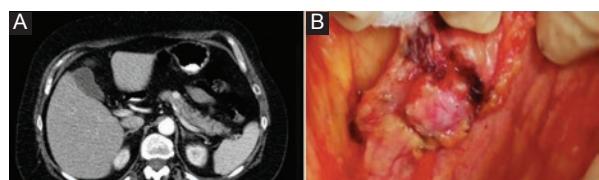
A: imagen de la lesión en tomografía computarizada, en la que se objetiva una lesión nodular hipercaptante en el cuerpo pancreático. B: imagen intraoperatoria de la lesión nodular en el cuerpo pancreático.
